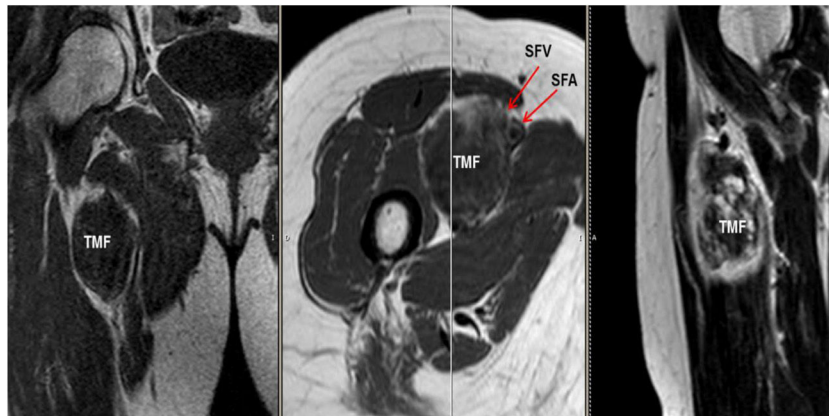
Cortes coronal, axial y sagital de la RMN con TMF en ingle derecha. SFA: arteria femoral superficial; SFV vena femoral superficial.
